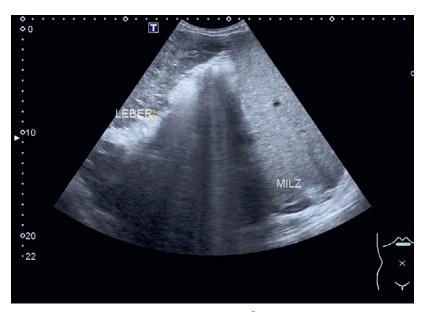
Abdomensonographie subxiphoidales Übersichtsbild mit Abbildung von Milz und Leber.
